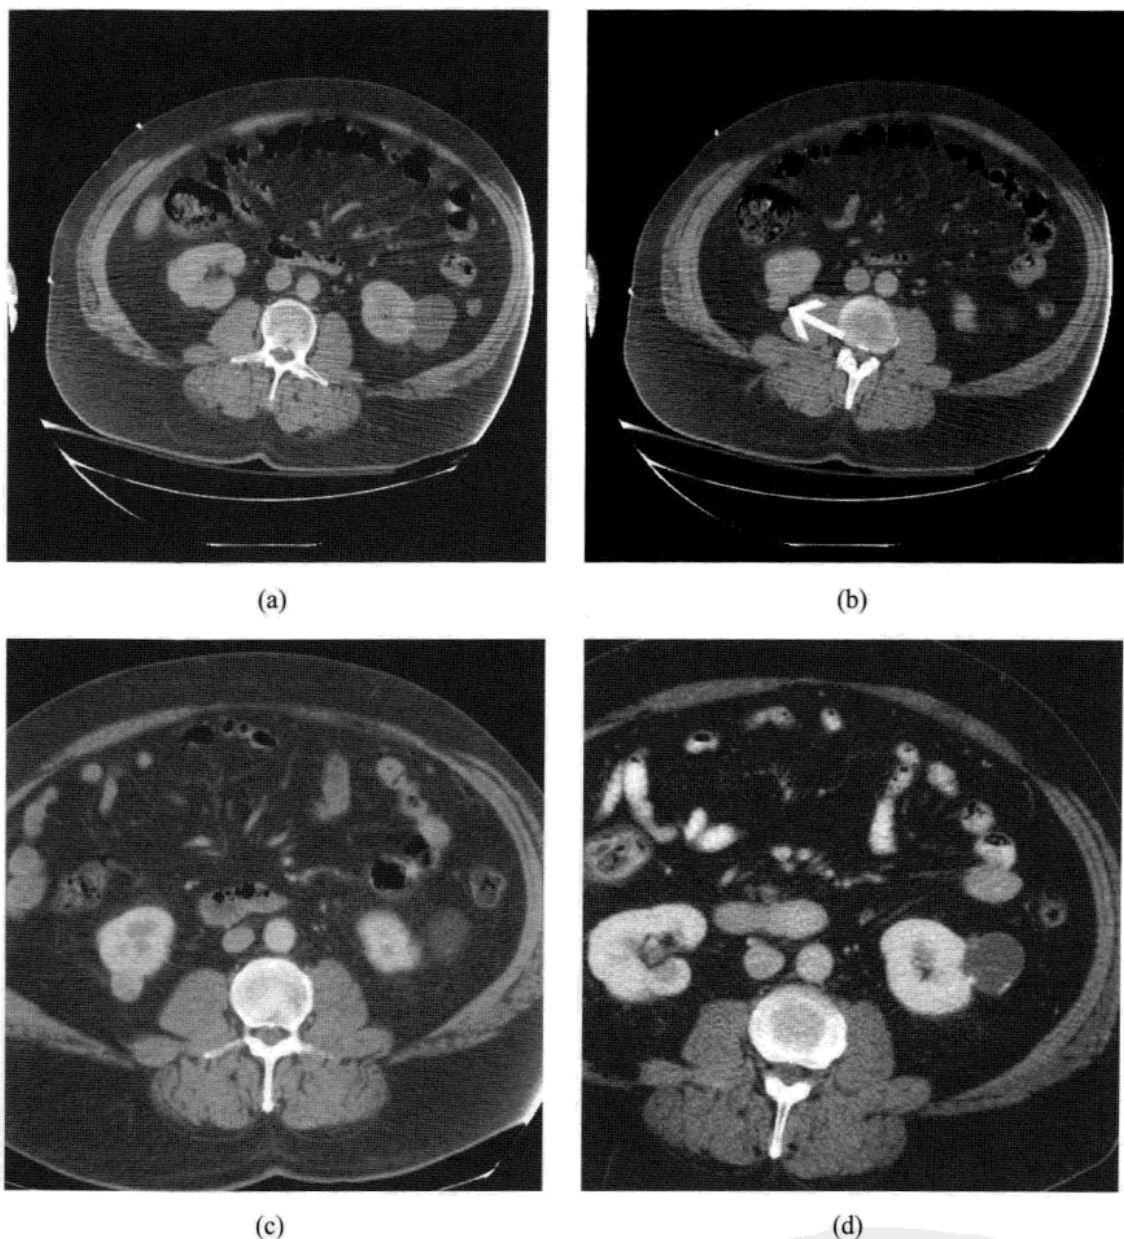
这位 55 岁男性车祸后行常规 CT 增强扫描。(a)左肾下极见一枚疑似单纯性囊肿。(b)右肾下极发现一枚与肾实质 CT 值相近的小病灶(箭),怀疑为肿瘤。(c)CT 增强显示右肾下极肿块有强化(平扫 36HU, 增强后 78HU)。左肾病灶显示无强化(平扫和增强为 13HU)。该患者行右肾部分切除术,一个直径 1.8cm 大小的肾细胞癌被医生从右肾下极切除,左肾病灶继续随访。(d)3 年后随访 CT 尽管出现了薄壁钙化,但囊肿无明显增大。
